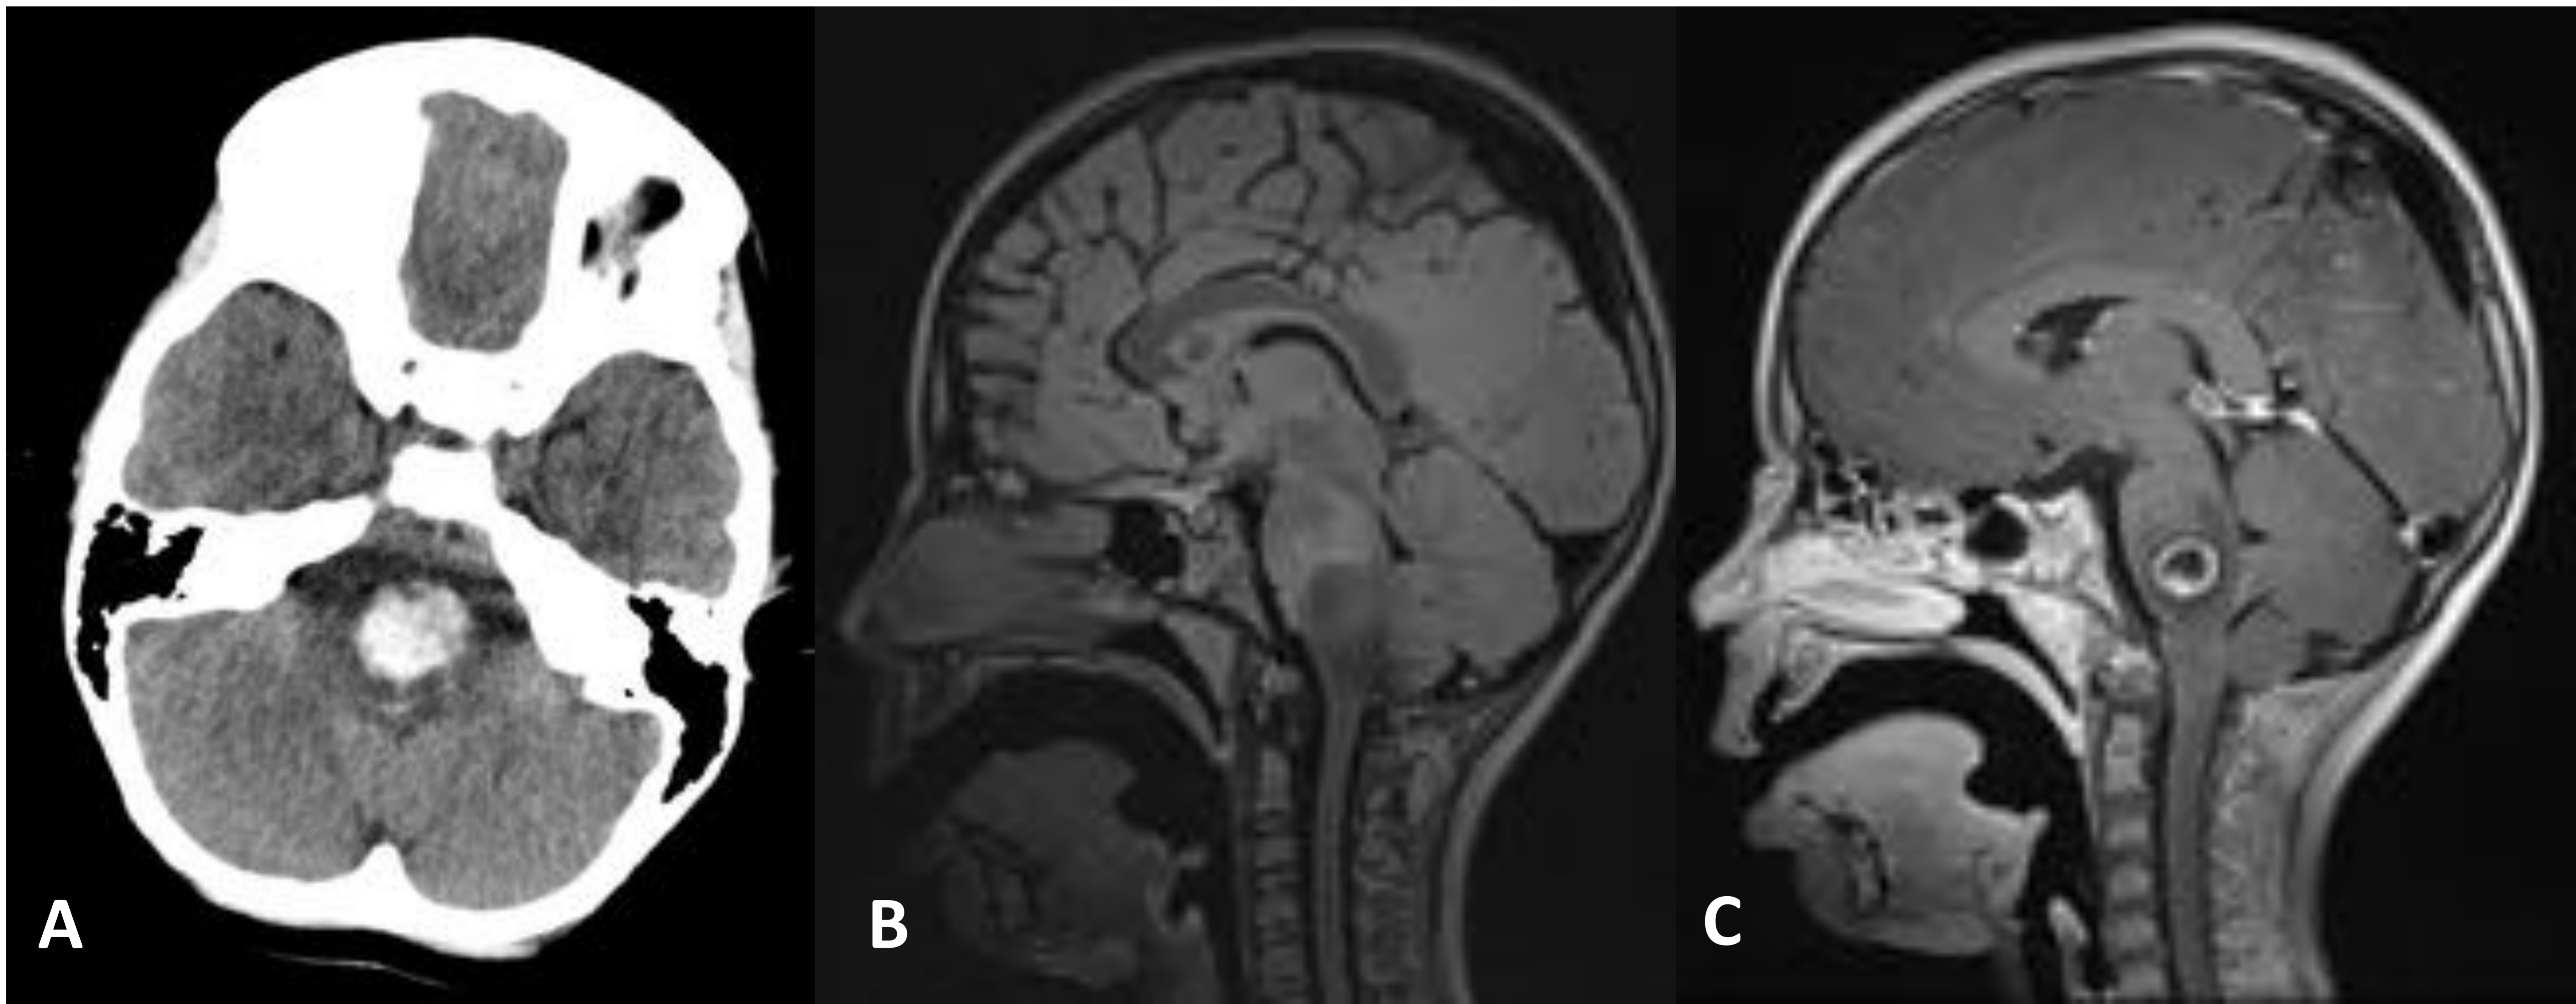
HIP protuberancial secundario a Tumoración glial subyacente. A) TC sin CIV donde se observa un hematoma agudo protuberancial. Cortes sagitales de RM en potenciadas secuencias T1 B) sin y C) tras administración de CIV observando lesión heterogénea centro protuberancial con realce en anillo y extenso edema perilesional compatible con tumoración primaria con signos de sangrado.
